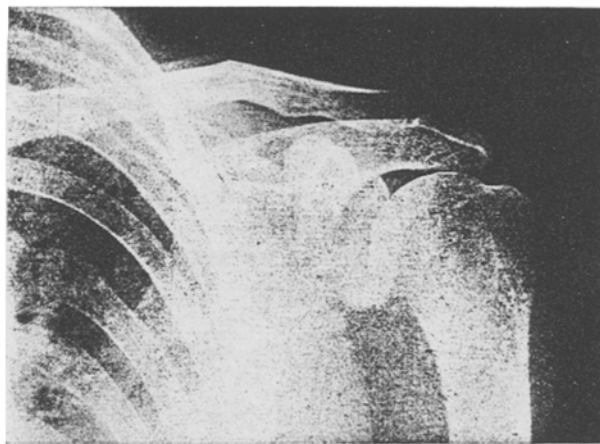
Pat. G. Myeloma multiplex. Röntgenogramm des Oberarmknochens und der Rippen.
